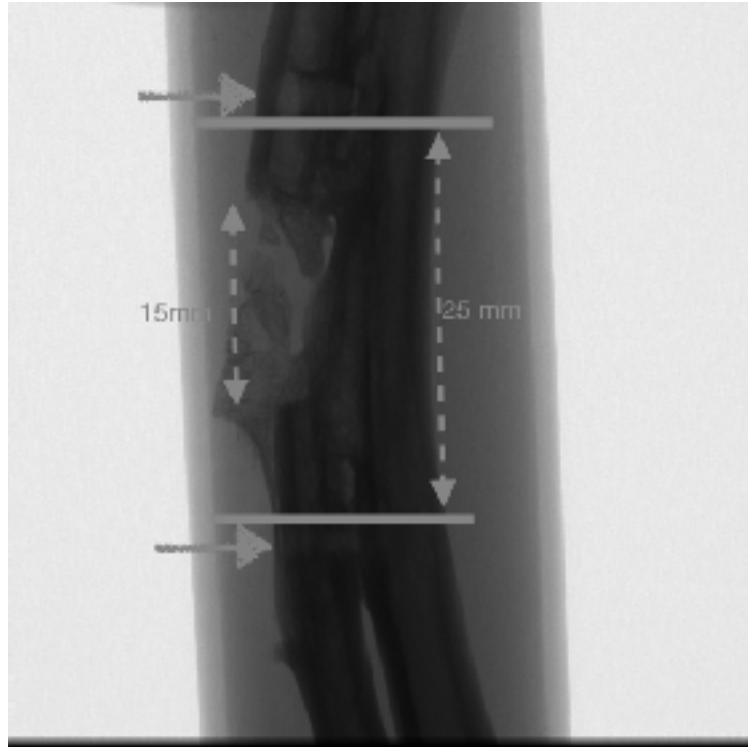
Yüksek çözünürlüklü bir mikro-CT sistemi (SkyScan 1174; Bruker-micro-CT, Kontich, Belgium)
